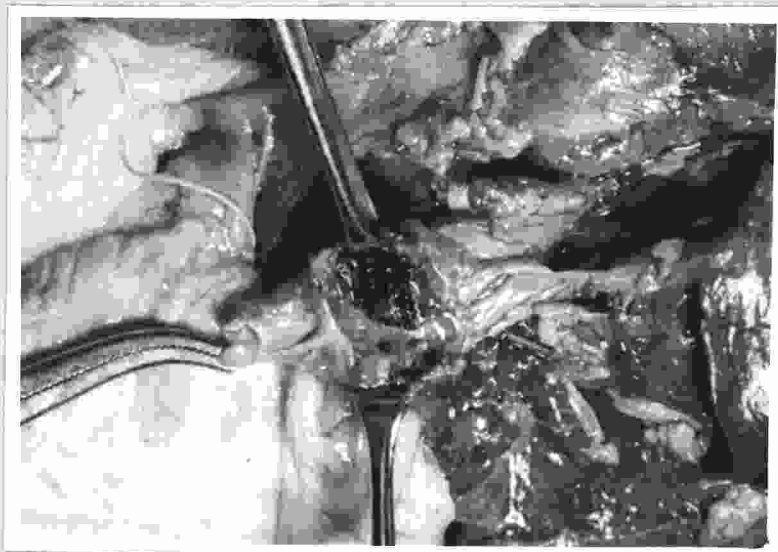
ASPECTOS DE LA PIEZA UNA VEZ EXTRAIDA.
